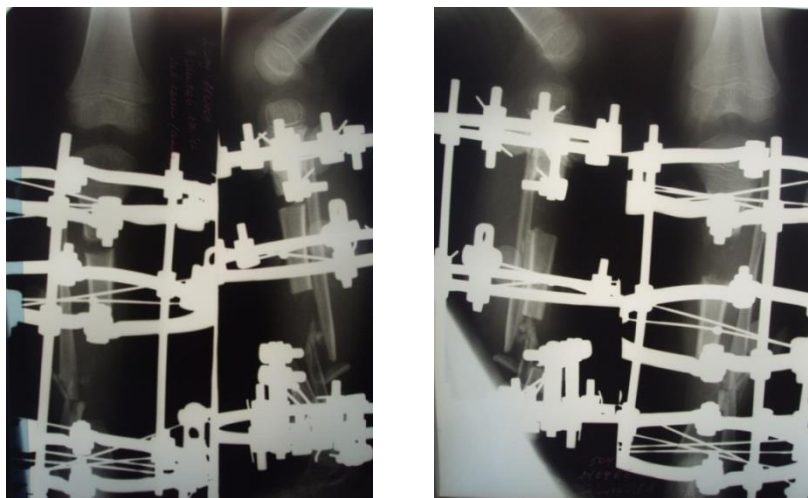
Тот же больной. Рентгенограммы слева направо показывают динамику от послеоперационного снимка и далее в процессе низведения фрагмента большеберцовой кости и формирования регенерата.
